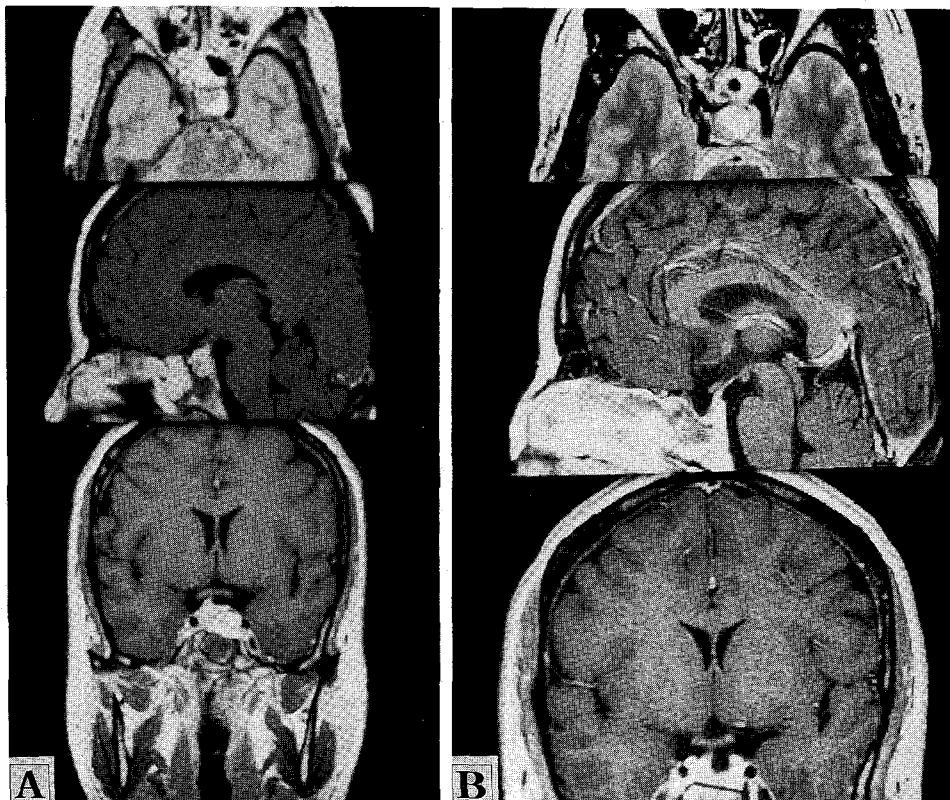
Thirty-nine-year old woman with pituitary adenoma received 50Gy at the 95% isodose surface in 25 fractions using 26 mm collimator. (a) MRI scan pretreatment (b) MRI scan 12 months showing complete reduction.
